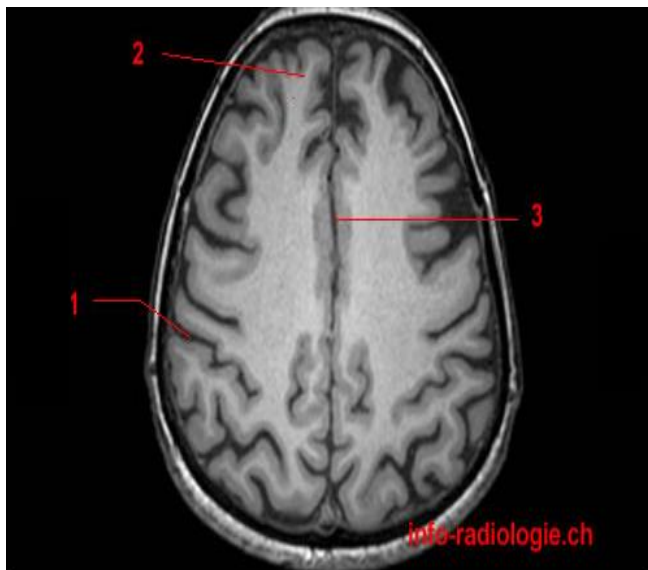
Anatomie IRM du cerveau, coupe axiale, T1.1, Sillon central. 2, Gyrus frontal supérieur. 3, Fissure longitudinale.
